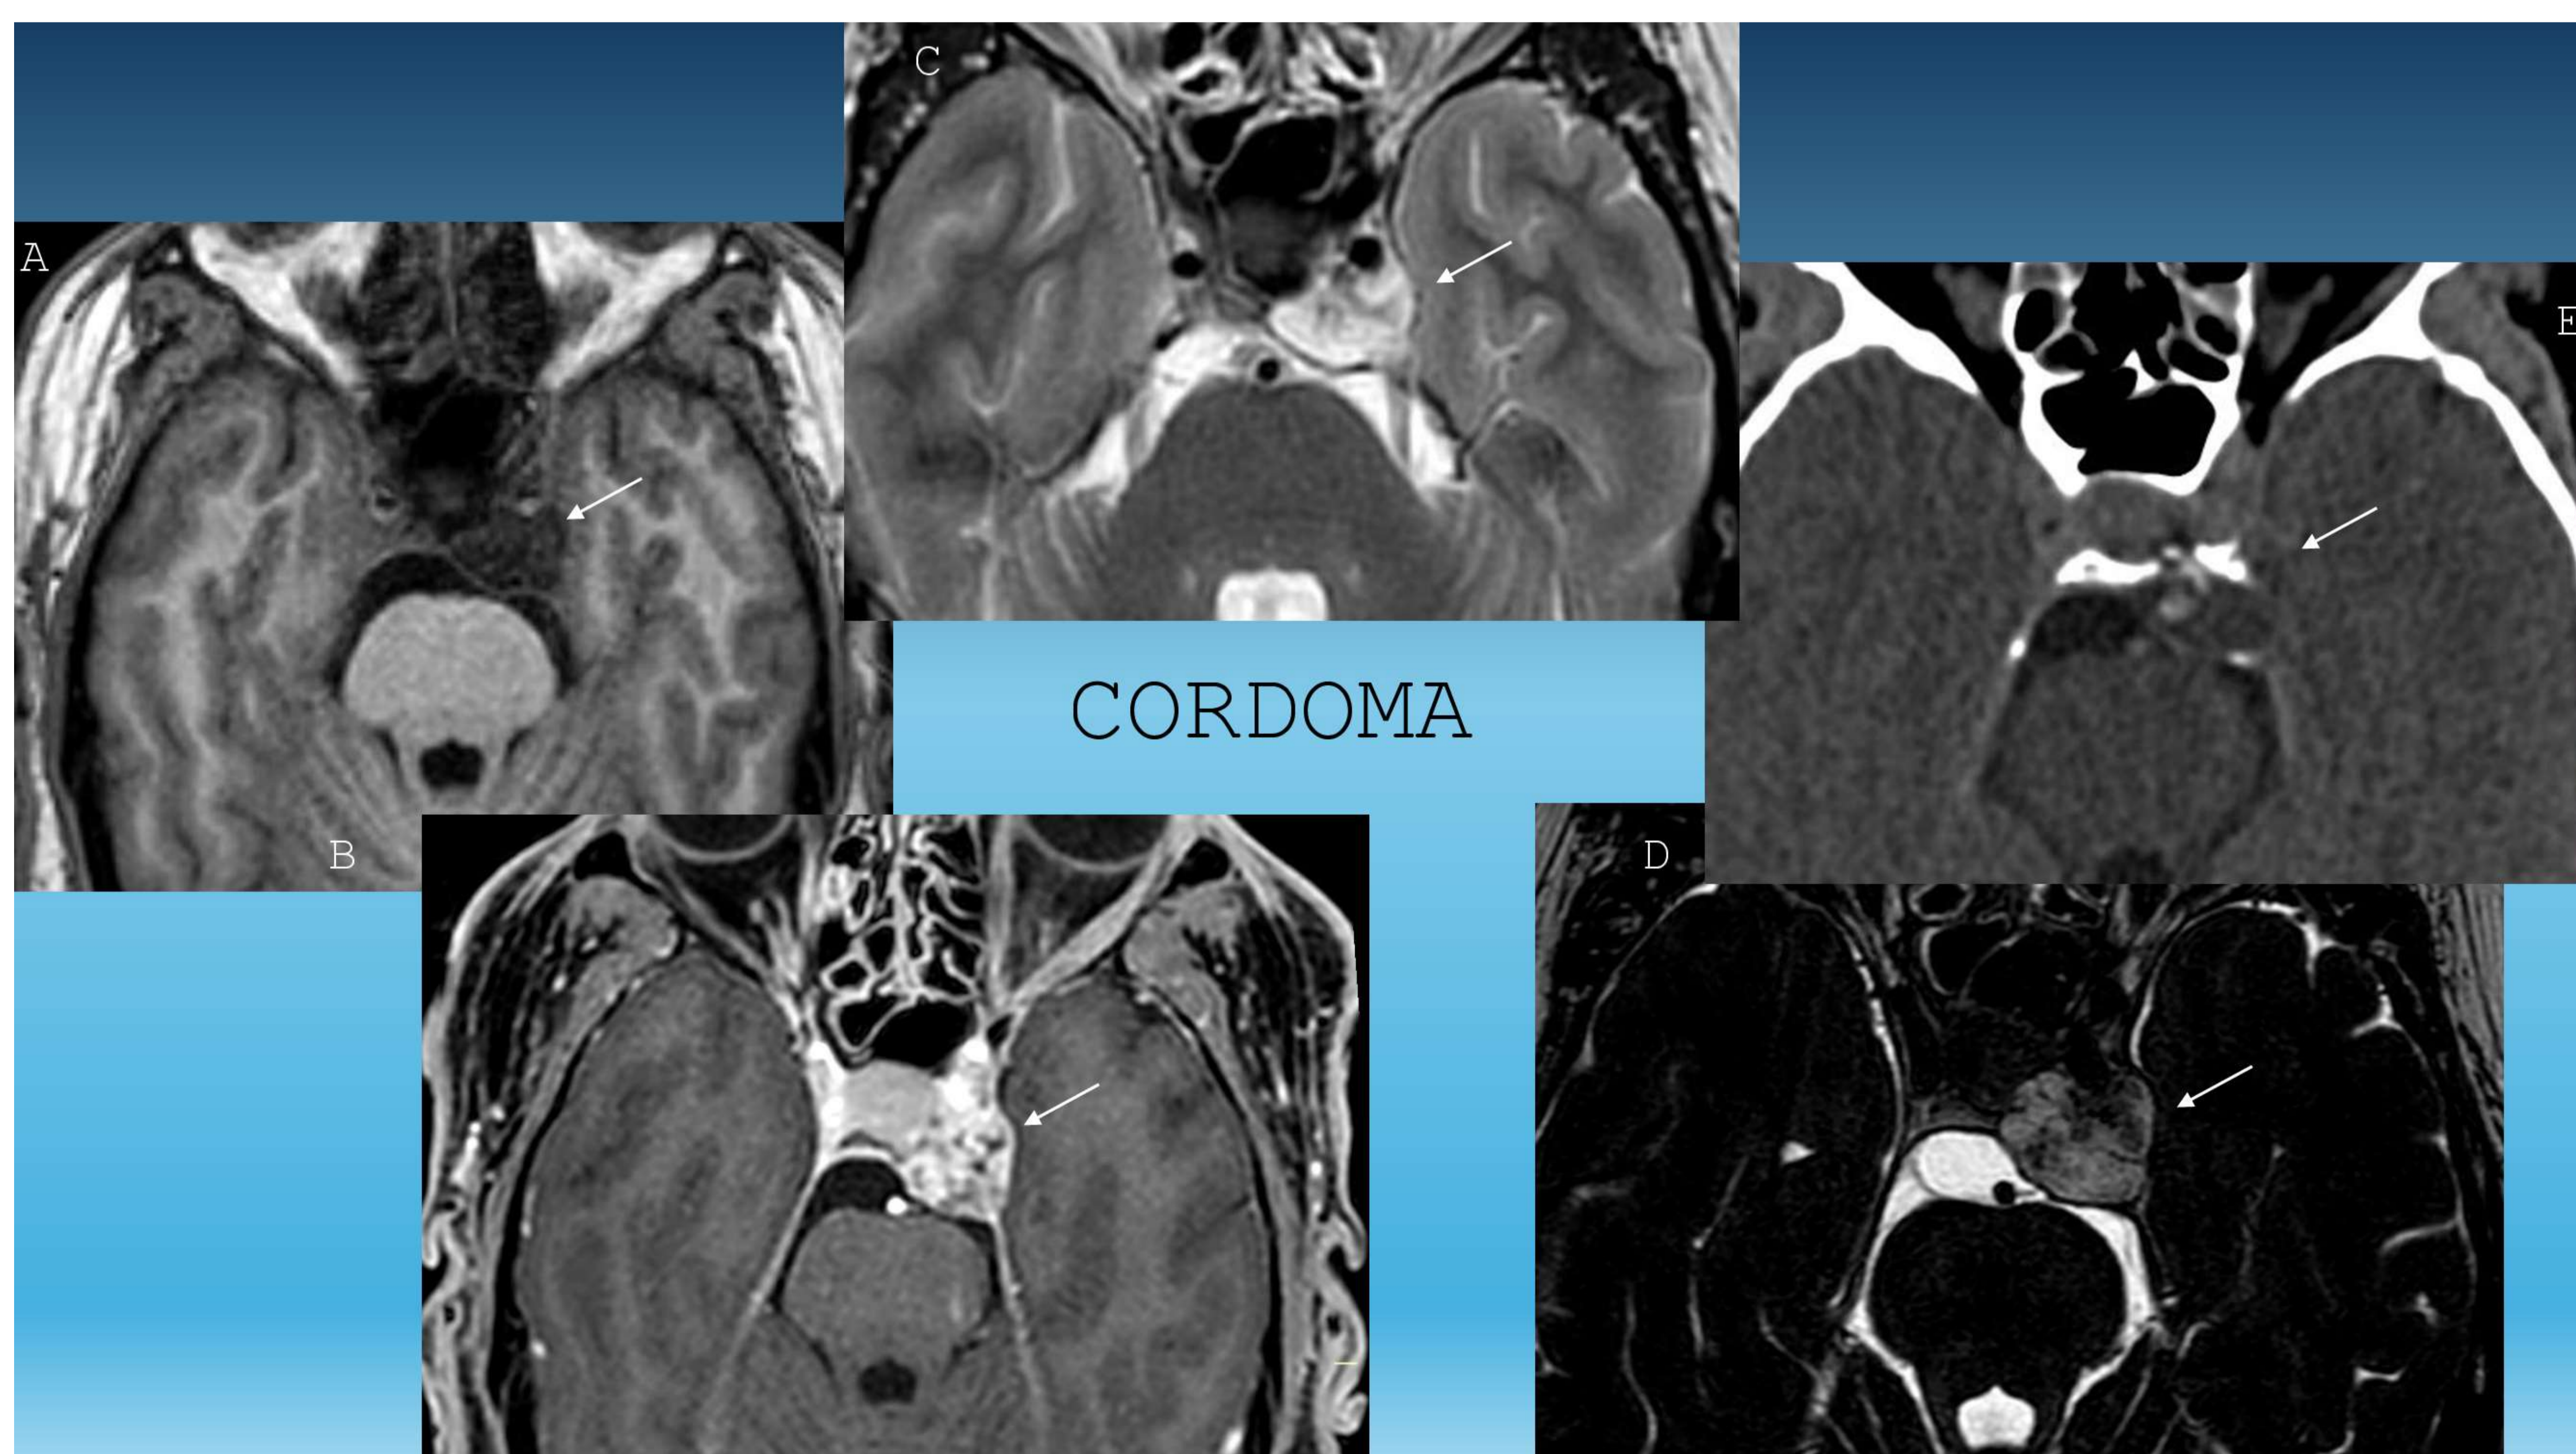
Cordoma. Lesión de SC izquierdo que impronta en cisterna prepontina con hiposeñal heterogénea en SE T1 (A), marcado realce heterogéneo (B), hiperseñal heterogénea en SE T2 (C) y FIESTA (D). Asocia calcificaciones en TAC (E).
